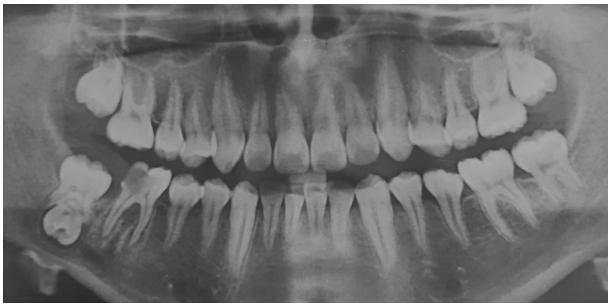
Radiografía panorámica. En la misma se puede observar la íntima relación con el Nervio Dentario Inferior.
